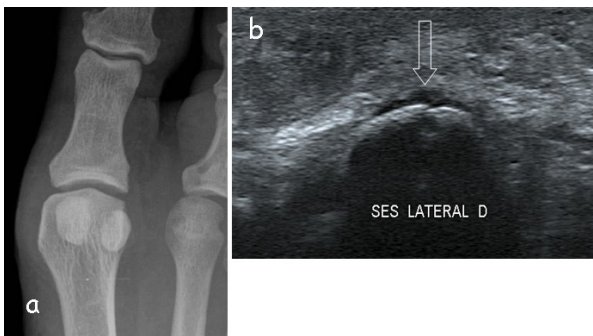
Fracture de contrainte du sésamoïde médial de l'hallux en radiographie (a), échographie (b) et IRM T1 (c) et T2 fatsat (d)
